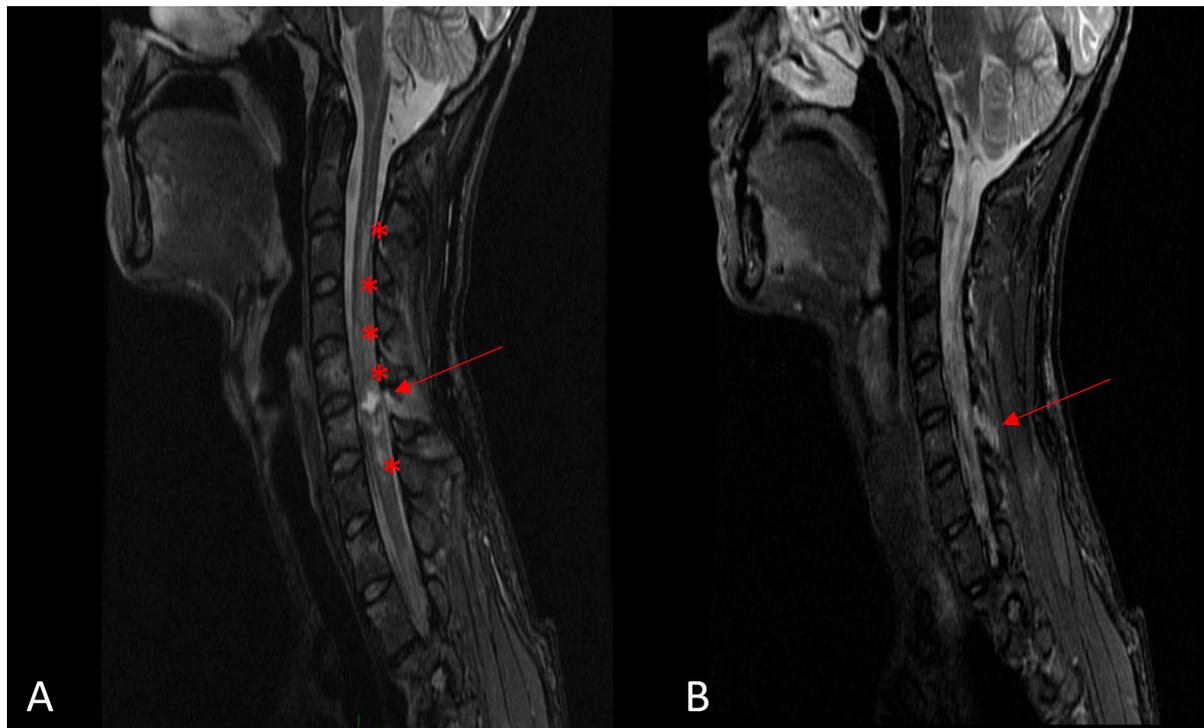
Paciente vítima de queda de cavalo. Imagens de Ressonância Magnética nas sequências ponderadas em STIR (cortes sagitais A e B), evidenciando extensa lesão seccional da medula ao nível C5-C6 (seta em A), associado a moderado aspecto edematoso por provável mielopatia com acometimento heterogêneo de C2 a C7 (asteriscos em A). Associa-se lesão do ligamento interespinhoso de C5-C6 com respectivo alargamento do espaço interespinhoso (seta em B).
